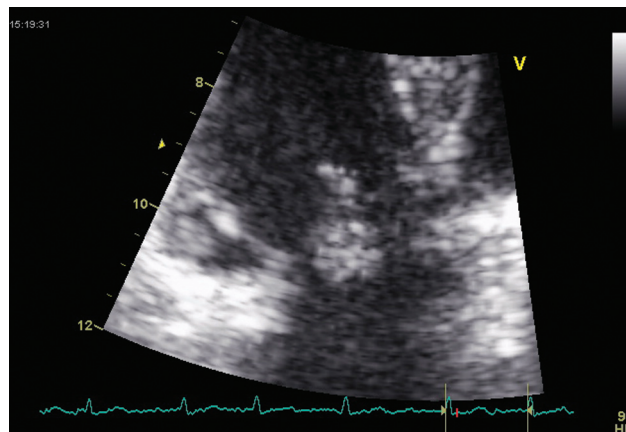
Эхокардиографическое изображение опухолевого образования, перемещающегося через правое атриовентрикулярное отверстие
